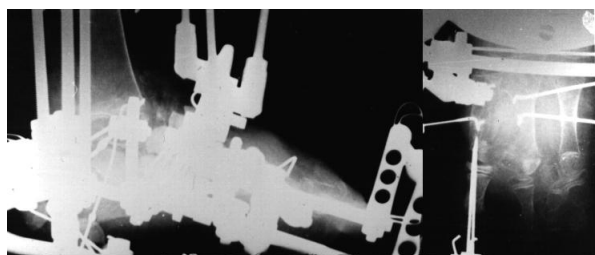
Рентгенограмма больной Р. в процессе лечения
